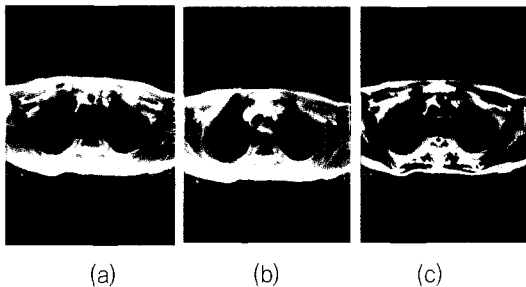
Chest MRI findings before the 2nd operation. (a) T1WI : isodense mass. (b) enhanced T1WI : well enhanced mass. (c) T2WI : hypodense mass.
